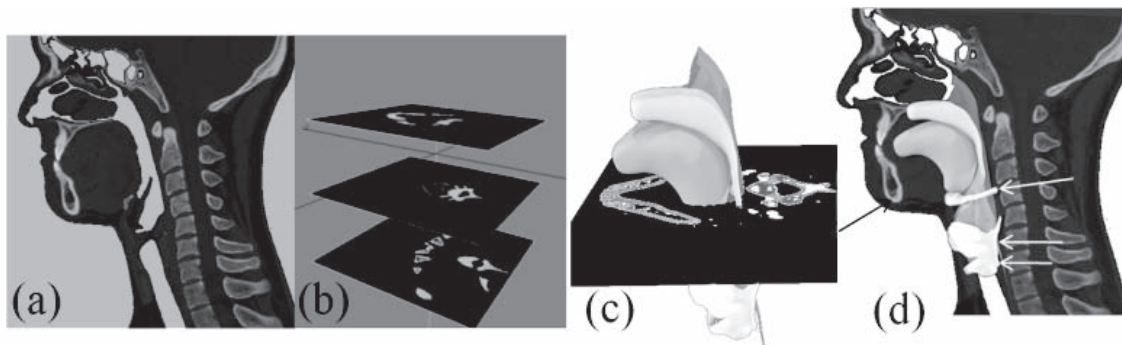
How to make 3D structure images of swallowing organs. (a) Mid-sagittal section of CT image, (b) CT images were arranged on clear polygons. (c) To verify the structure, 3D reconstructed organs were superimposed on the CT images. (d) 3D structure image of the whole swallowing organs.
